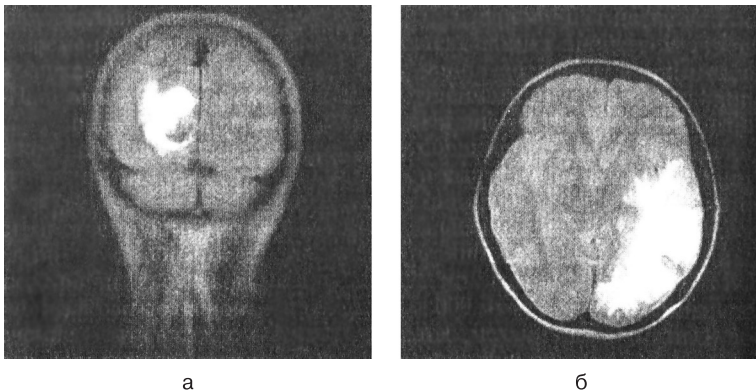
В.5. Результаты исследования мозга двух больных методом магнитно-резонансной томографии:
